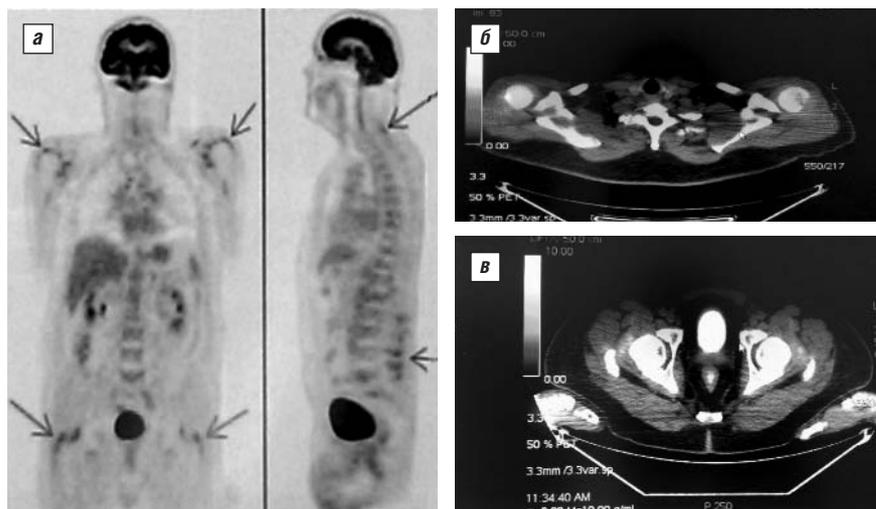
а – ПЭТ, стрелками показано накопление 18-ДФГ вокруг плечевых, тазобедренных суставов, остистых отростков шейных и поясничных позвонков; б – накопление 18-ДФГ в области плечевых суставов; в – накопление 18-ДФГ в области тазобедренных суставов
